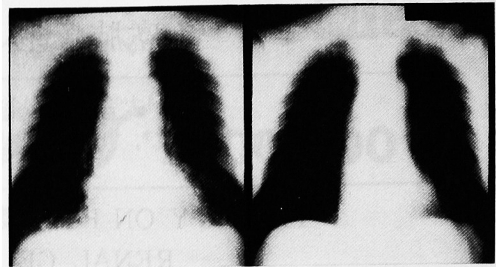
Case 2. (left) Chest X-ray film revealed metastatic lesions in both lungs. (right) After 9 months' administration of medroxyprogesterone acetate, metastatic lesions disappeared.
